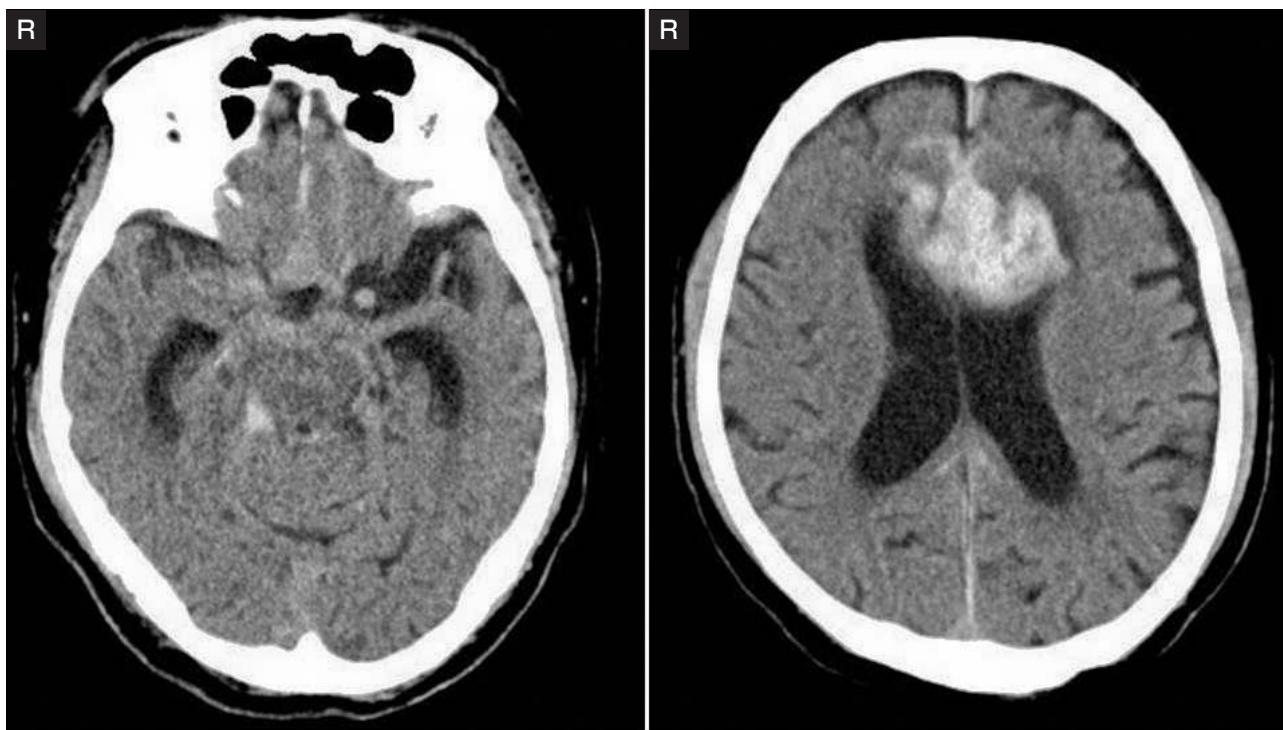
Head CT on admission.
